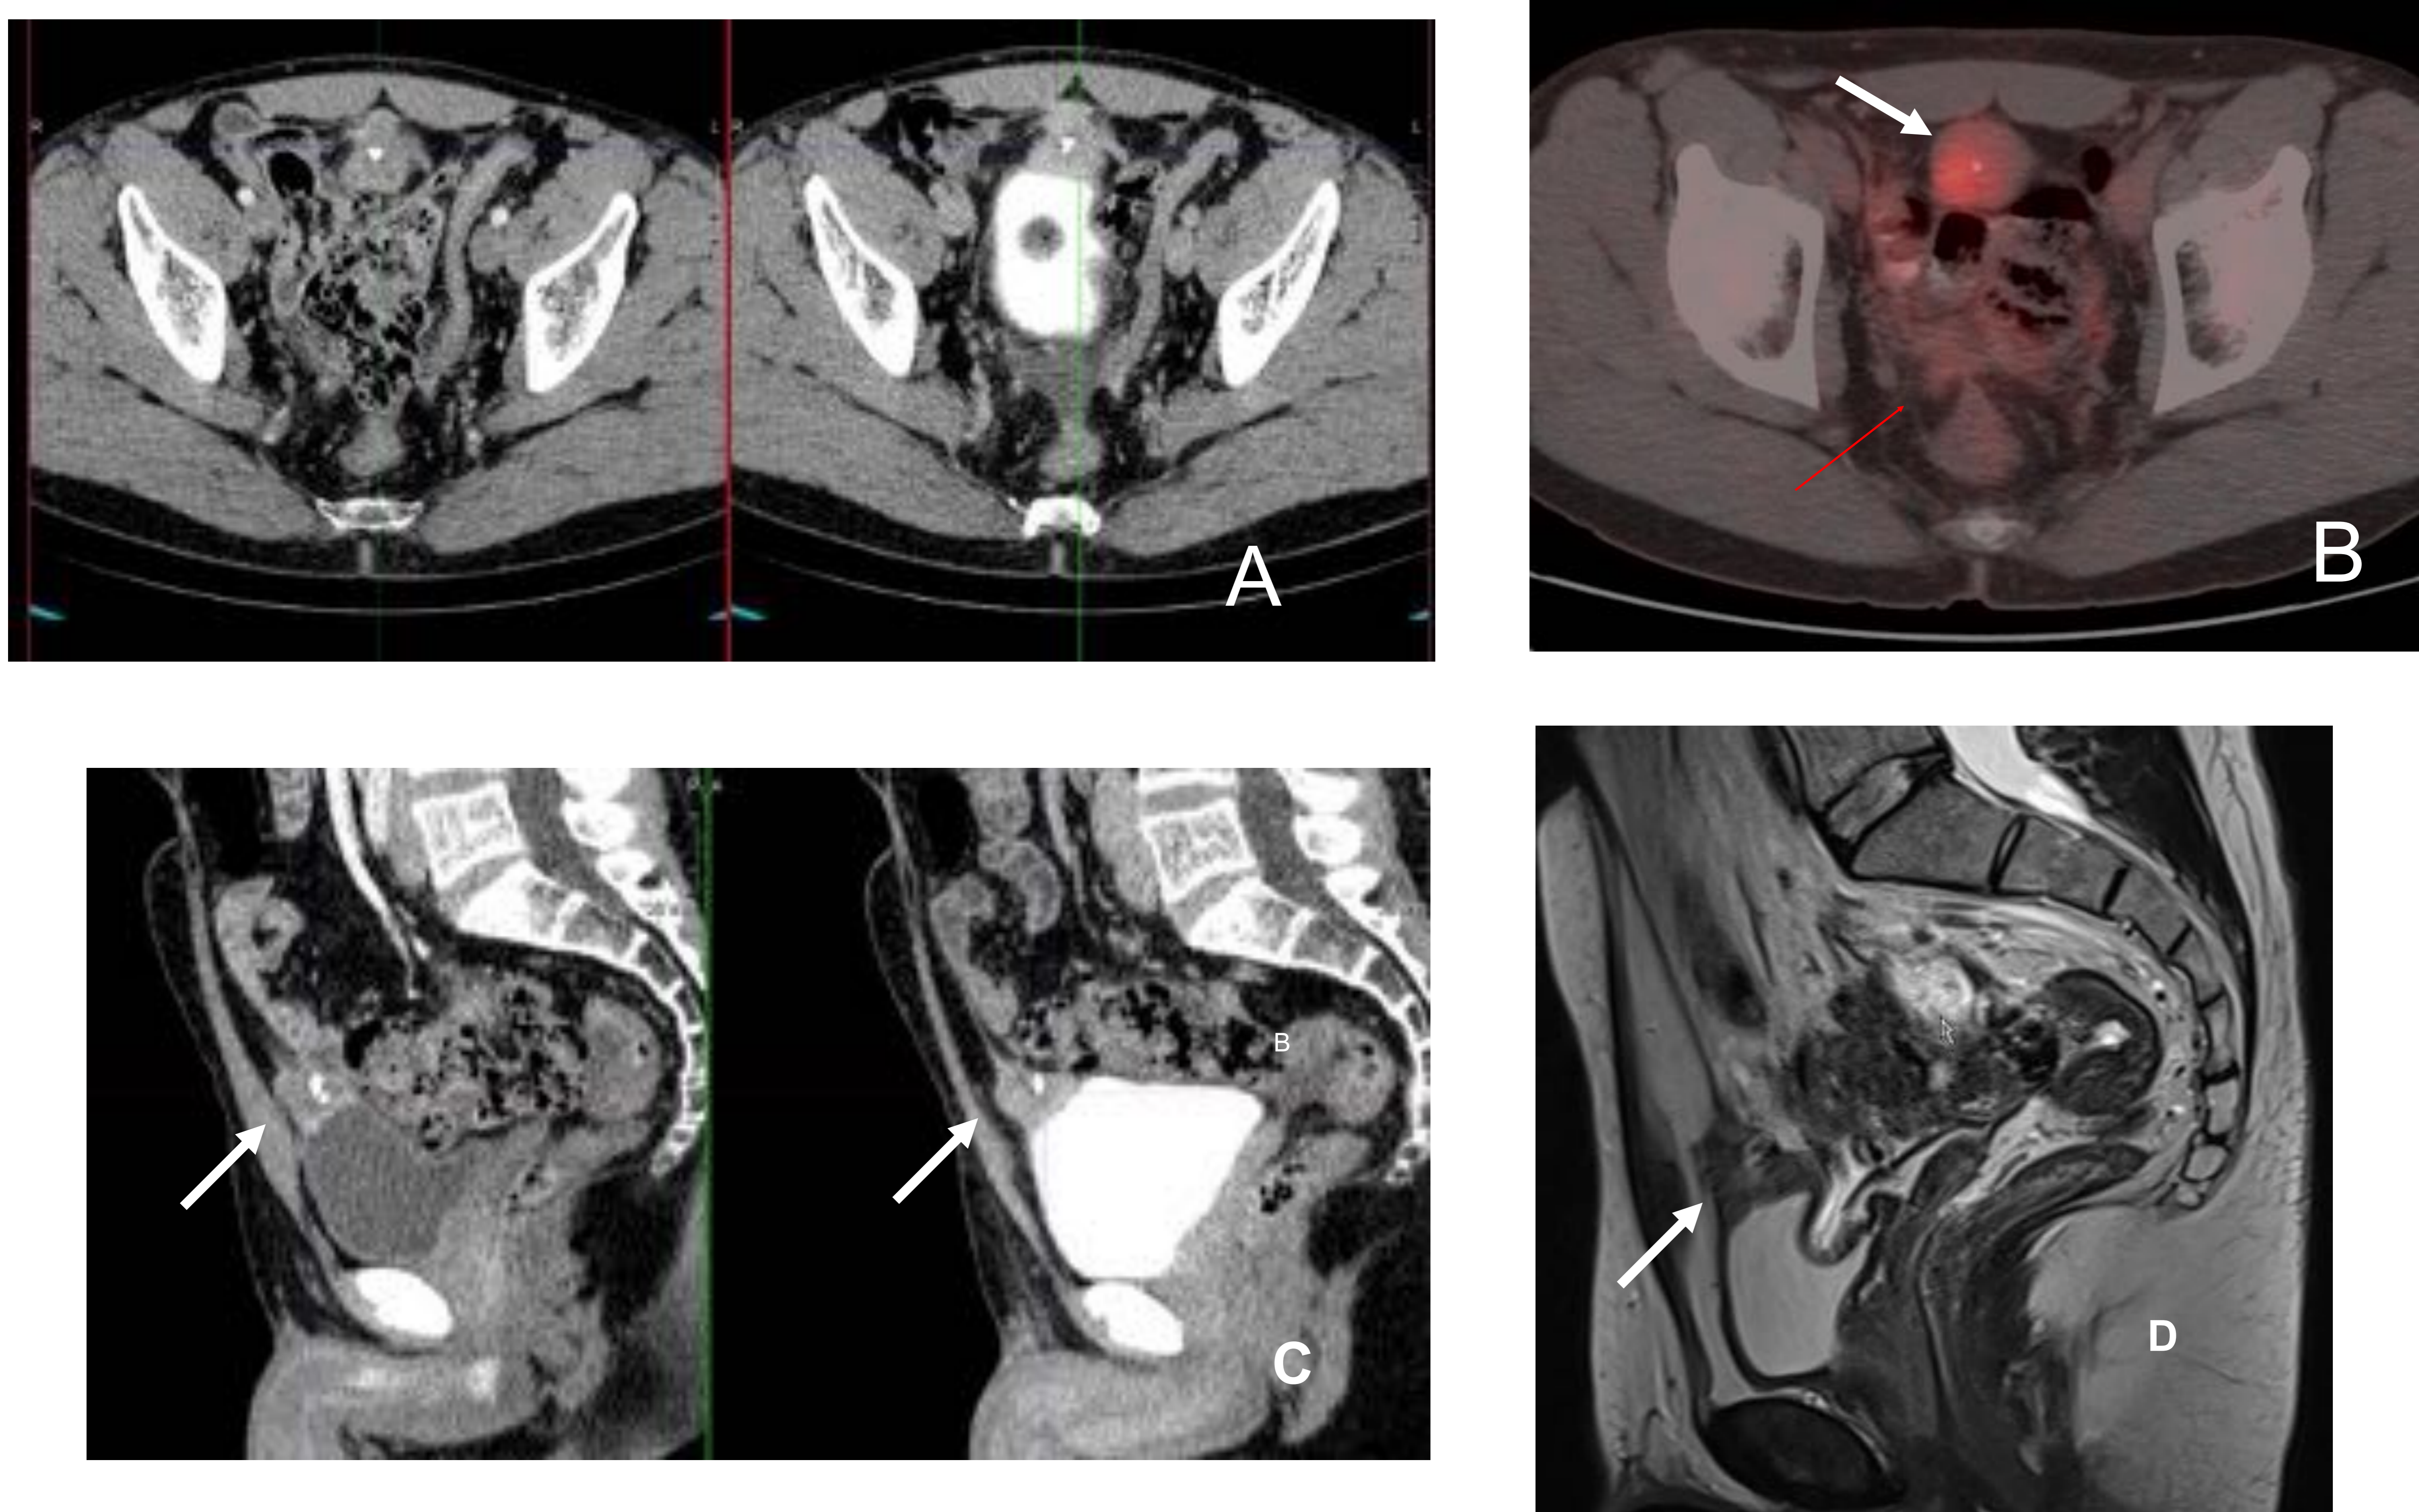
Planos axiales (A) y sagitales (C) de TC urografía en fases parenquimatosa y excretora, plano axial de fusión PET-TC (B) y secuencia sagital de RM potenciada en T2 (D) donde se visualiza lesión de partes blandas con calcificación grosera en su interior localizada predominantemente exofítica en vertiente anterosuperior de la vejiga (flechas blancas). Pequeña lesión de partes blandas en receso peritoneal vesicorrectal adyacente a vesícula seminal derecha que muestra discreta captación de radiofármaco (flecha roja) al igual que la tumoración supravesica (flecha blanca) en PET-TC. En RM se ve la continuidad de la masa de señal intermedia heterogénea con el remanente del uraco. Adenocarcinoma mucinoso de uraco en un varón de 33 años con hematuria como síntoma inicial y con implantes peritoneales al diagnóstico.
